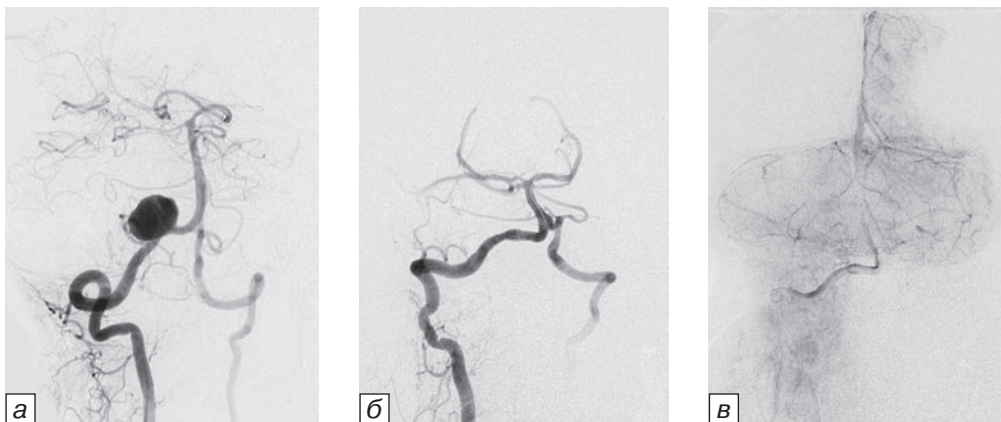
Ангиограмма. Эрадикация крупной аневризмы правой ПА с перекрытием истока ЗНМА: а — крупная аневризма в области устья правой ЗНМА; б — состояние после имплантации изолирующего стента на уровне истока ЗНМА; в — венозная фаза вертебральной ангиографии — одновременное заполнение вен обоих полушарий мозжечка, отсутствие зон гипоперфузии.
